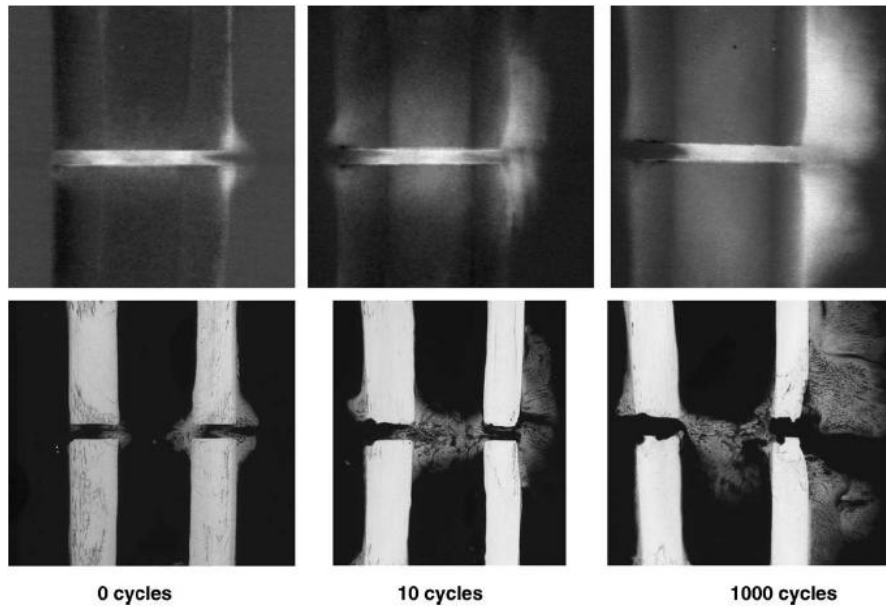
radiografie rappresentanti la formazione progressiva del callo osseo al crescere del numero di cicli di micromovimento [36]
